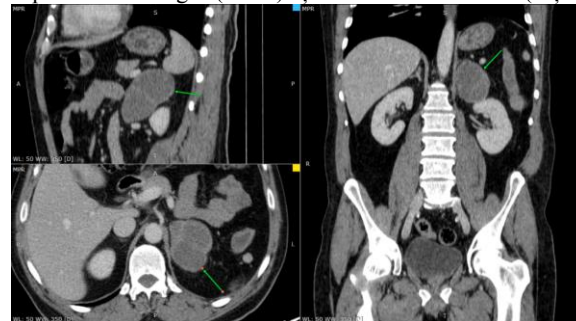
CT abdomen cu substanță de contrast: metastază suprarenală stângă – detaliu
